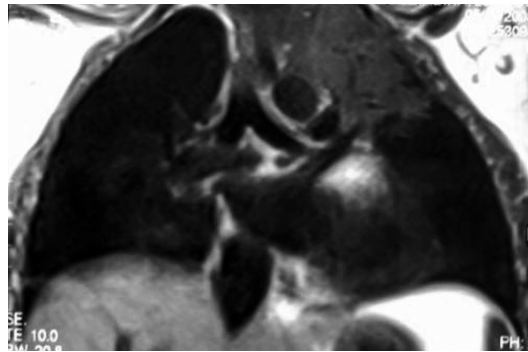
Ressonância magnética de tórax revelando lesão pulmonar sem planos de clivagem e com estruturas mediastinais.
